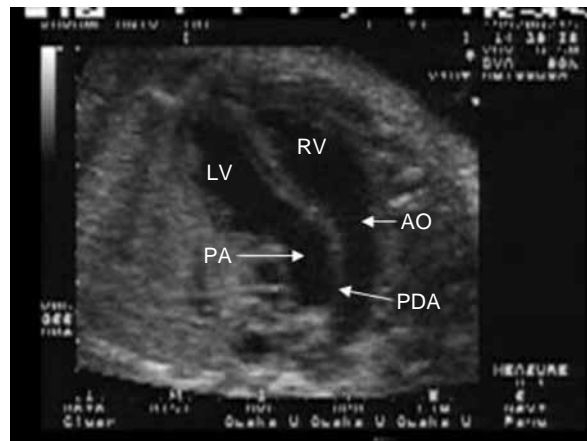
Fetal echocardiogram (long axis): transposition of the great arteries. LV: left ventricle, RV: right ventricle, PA: pulmonary artery, AO: aorta, PDA: patent ductus arteriosus
